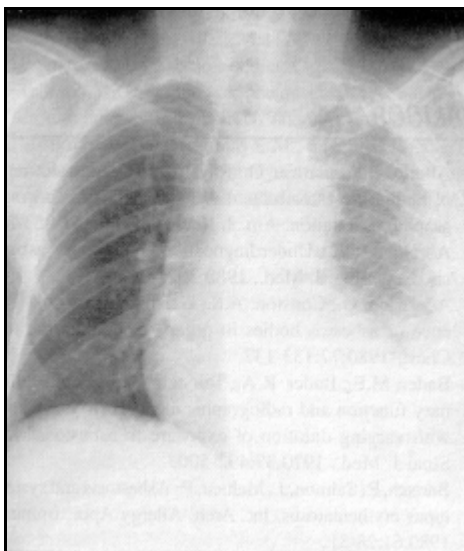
quadro radiografico di asbestosi
